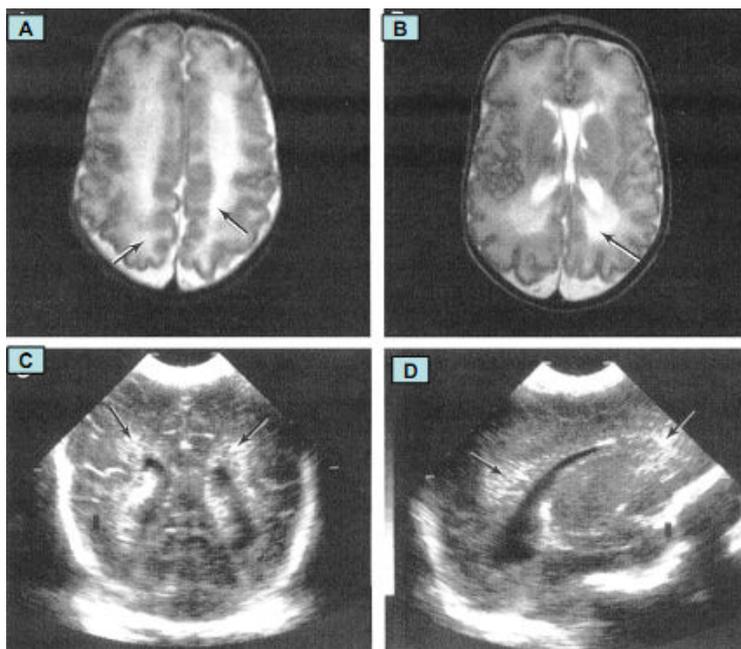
Hiperecogenicidade periventricular (setas) no US no plano coronal (C) e plano sagital(D) e sinal de alta intensidade na RM (setas) no plano transversal no centro semi-oval em (A) e a nível ventricular posterior em (B) .RN com 1120g, 27semanas. As imagens foram obtidas na idade gestacional de 38 semanas (Maalouf)
